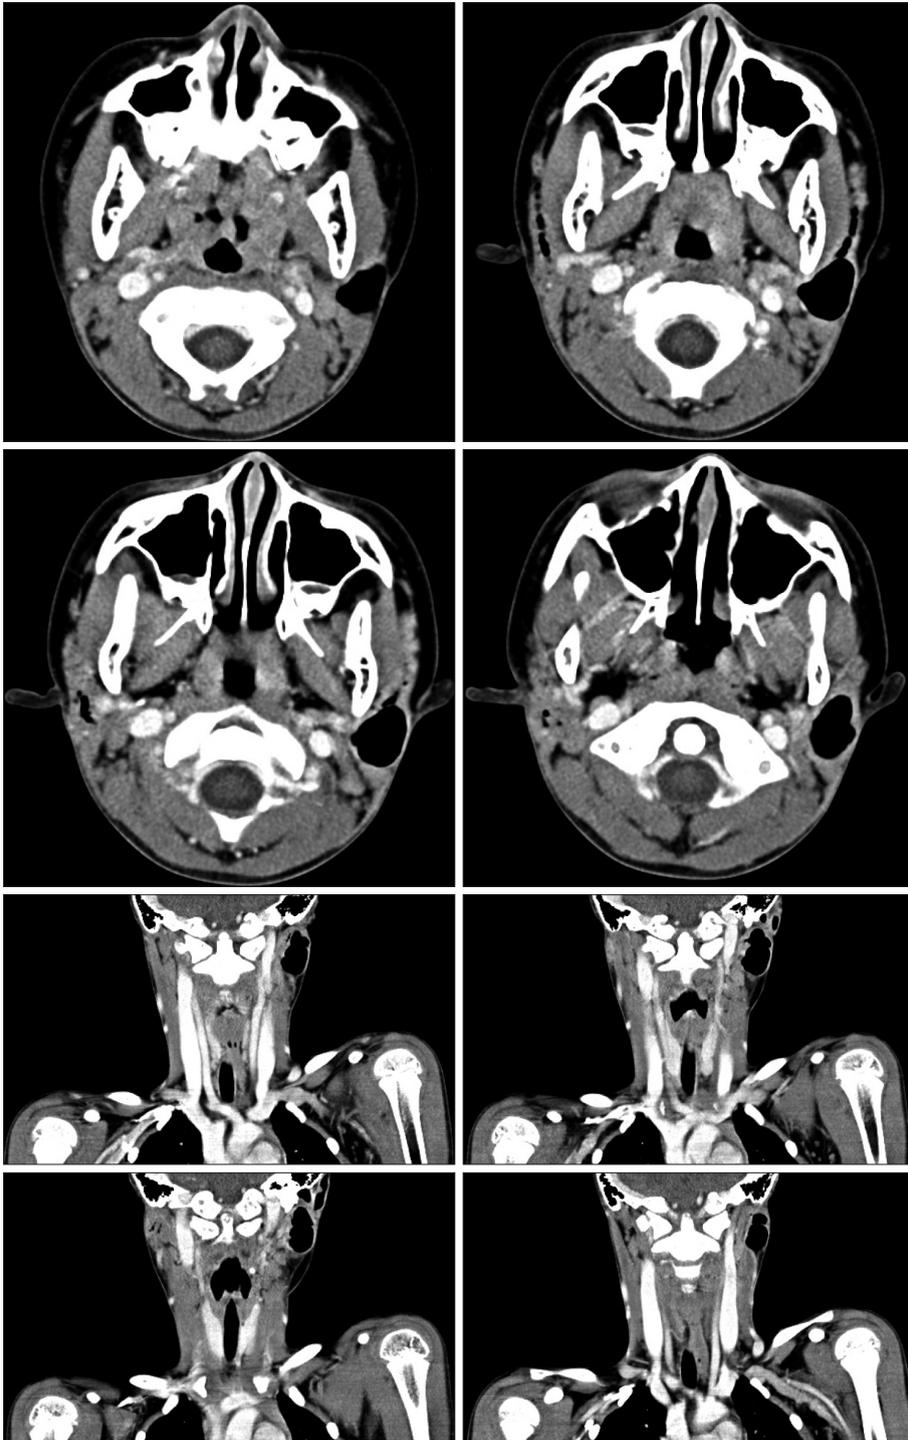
CT findings. Stenson's ducts were dilated and filled with air. Air pocket was observed in both parotid parenchyme.
